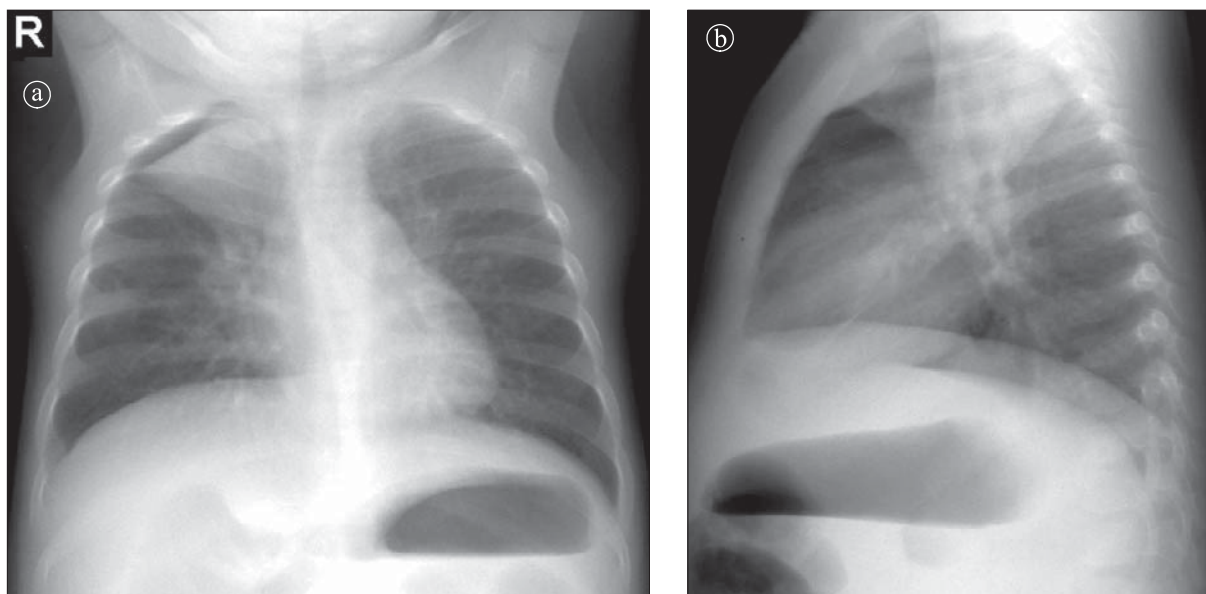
Atelectazie lob superior drept. Radiografie toracică în incidența a) PA; b) LL.
